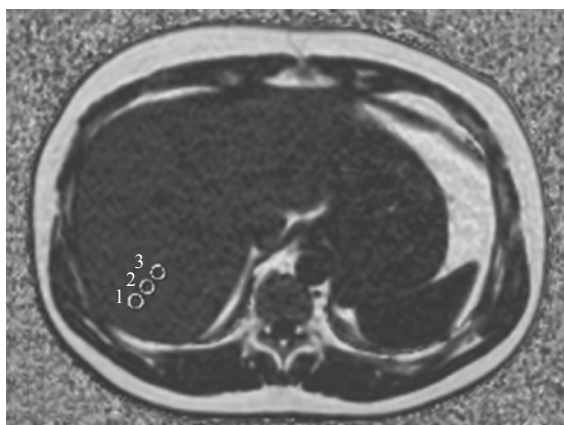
手工勾画 ROI 的肝脏脂肪分量 MRI 图像 脂肪肝患者, 男性, 18 岁, 体重指数为 27.0 kg/m^2 , 有尿酸血症、肝功能异常病史, IDEAL-IQ 诊断为中度脂肪肝, PDFF 约为 11.0%。于肝右叶后上段勾画圆形 ROI, ROI 面积为 50 mm^2 , 圆心与肝脏包膜的垂直距离分别为 10、20、30 mm。ROI: 感兴趣区; MRI: 磁共振成像; IDEAL-IQ: 非对称回波三点法水脂分离-定量测定; PDFF: 质子密度脂肪含量
